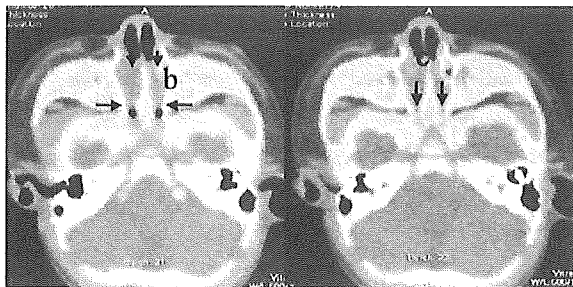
症例2の後鼻腔単純CTにおいて、鼻腔内には液体貯留を疑う低吸収域を認め(a)、両側後鼻孔の骨性狭窄(b)および骨性閉鎖(c)が疑われた。
